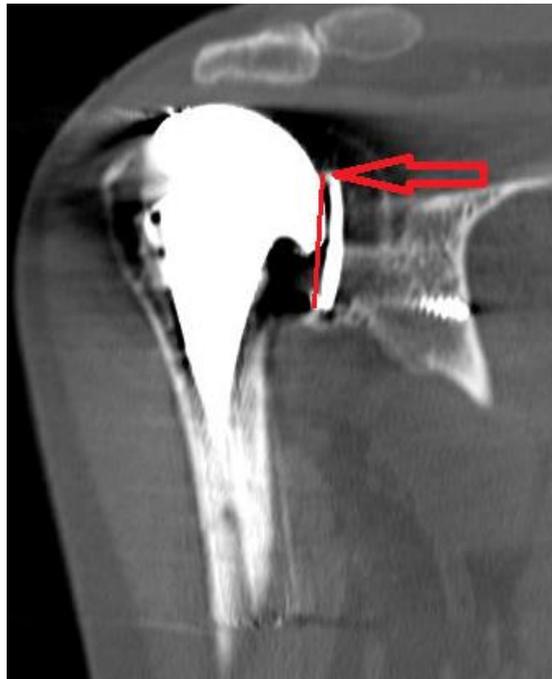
CT Bild: Verbrauch des PE Inlays eines Metal Back Glenoids
